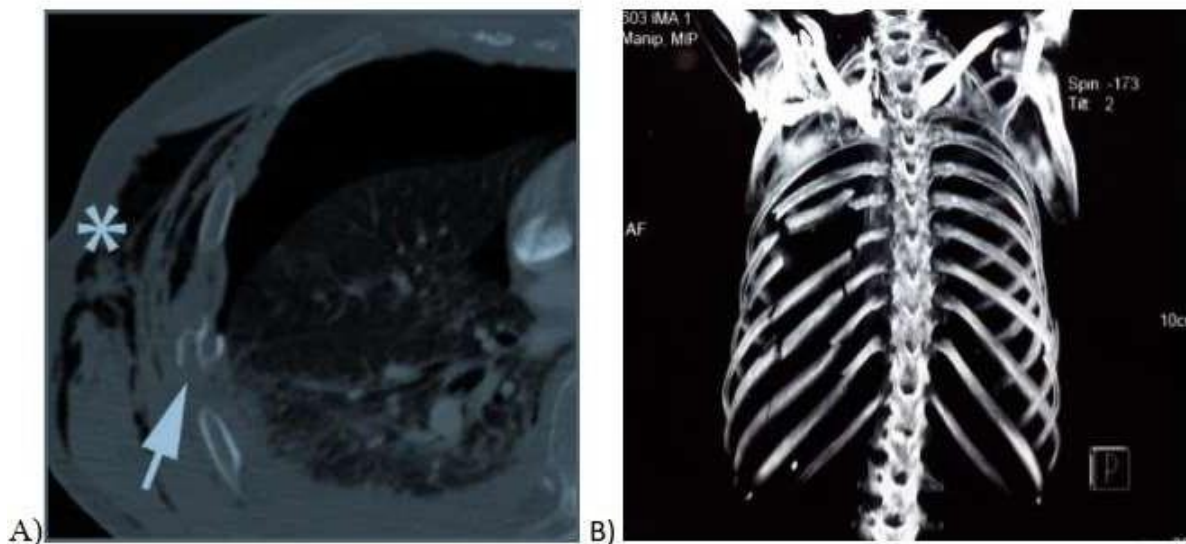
TDM thoracique : A) coupe axiale en fenêtre pulmonaire (*: emphysème sous cutané, → : fracture costale). B) fenêtrage osseux montrant des fractures costales et d'un volet costal [22].
